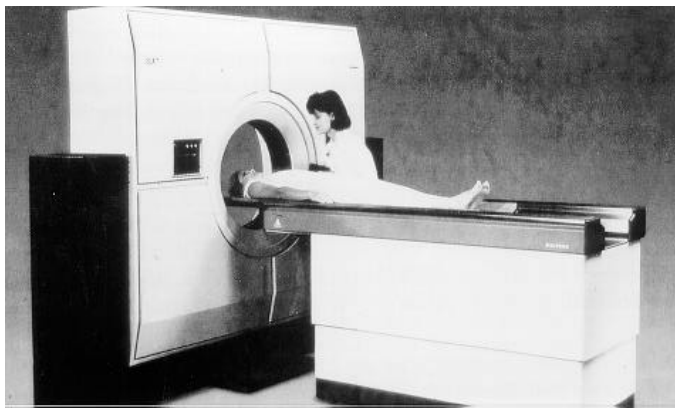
Positronenemissionstomograph
